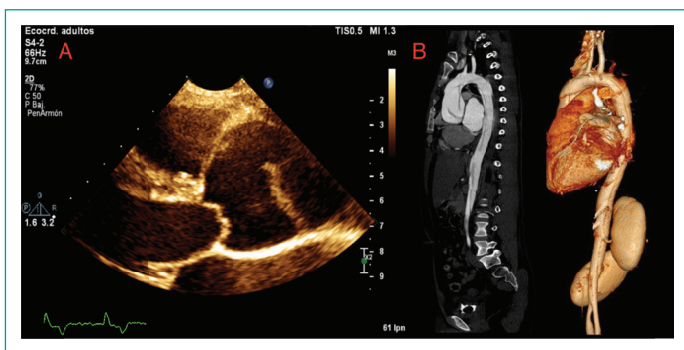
(A) Ecocardiograma transtorácico, (B) Angiotomografía computarizada.
